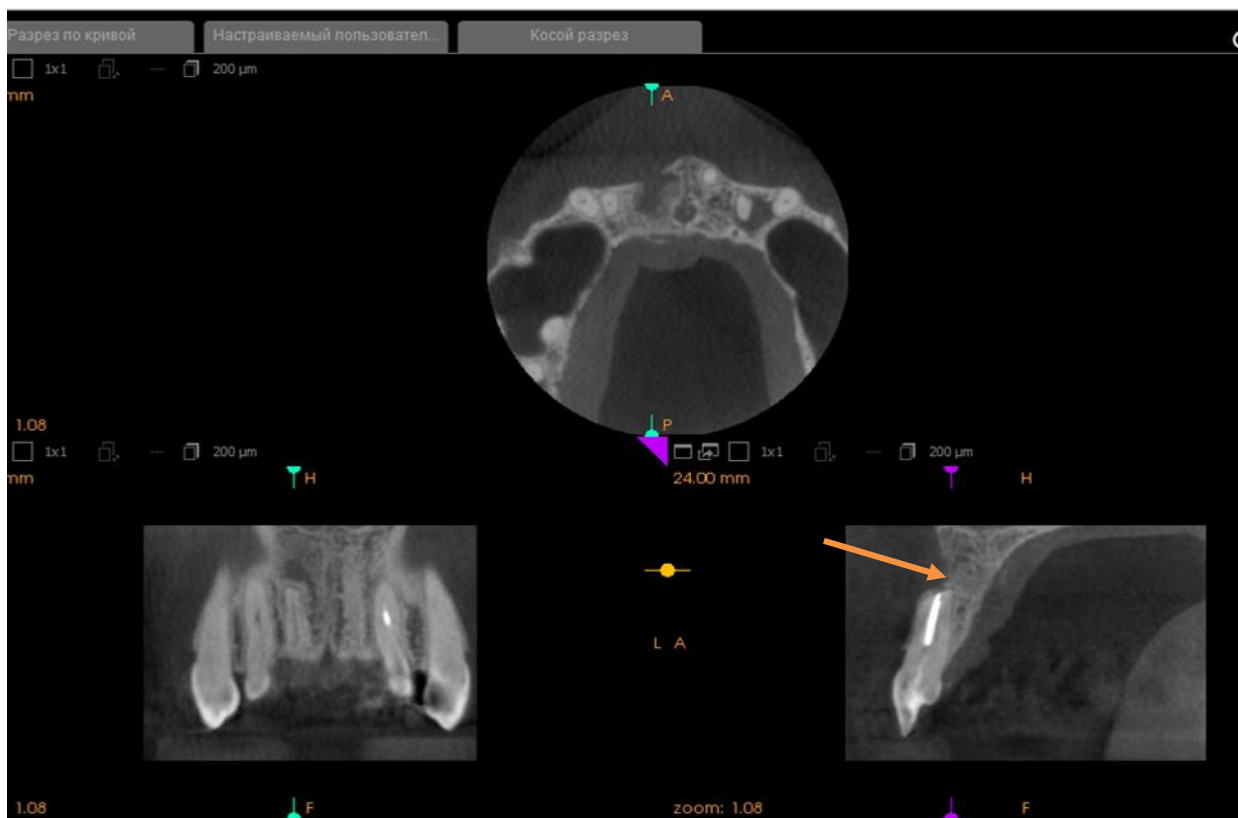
Дентальная компьютерная томография фронтального отдела верхней челюсти пациентки М. через 12 месяцев после РВК зуба 1.1 (стрелкой указана послеоперационная область)
